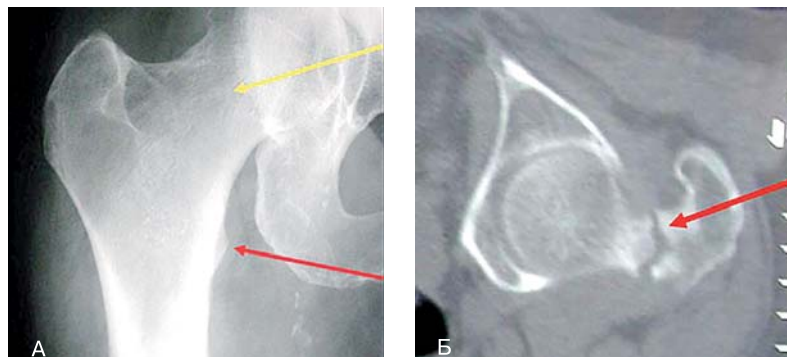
А – «нормальная» рентгенограмма; Б – КТ-скан того же пациента
